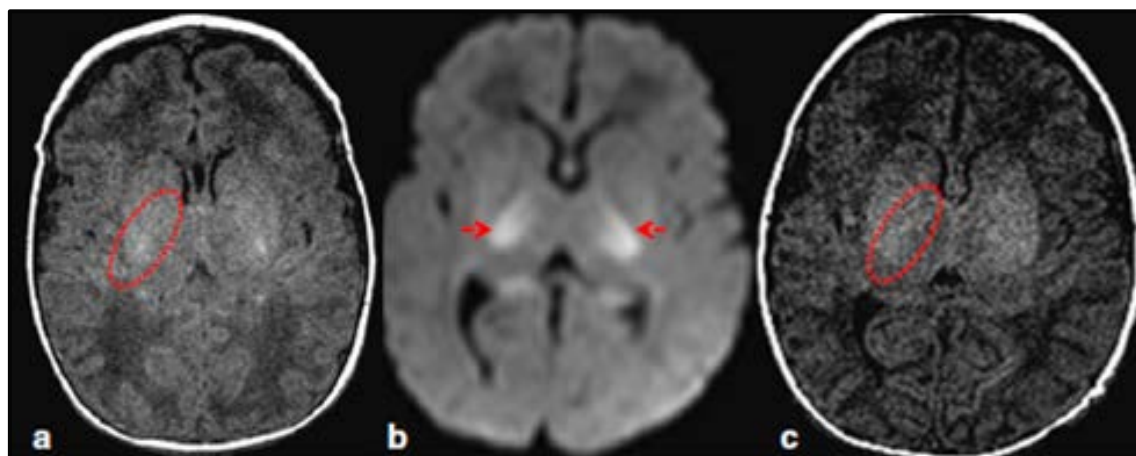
Imágenes de RM cerebral. Afectación del BPCI: a) Secuencia T1, hiperseñal fisiológica del BPCI (círculo). b) Secuencia de difusión, restricción de la difusión en el BPCI (flechas). c) Secuencia T1, pérdida de la hiperseñal fisiológica del BPCI (círculo).
